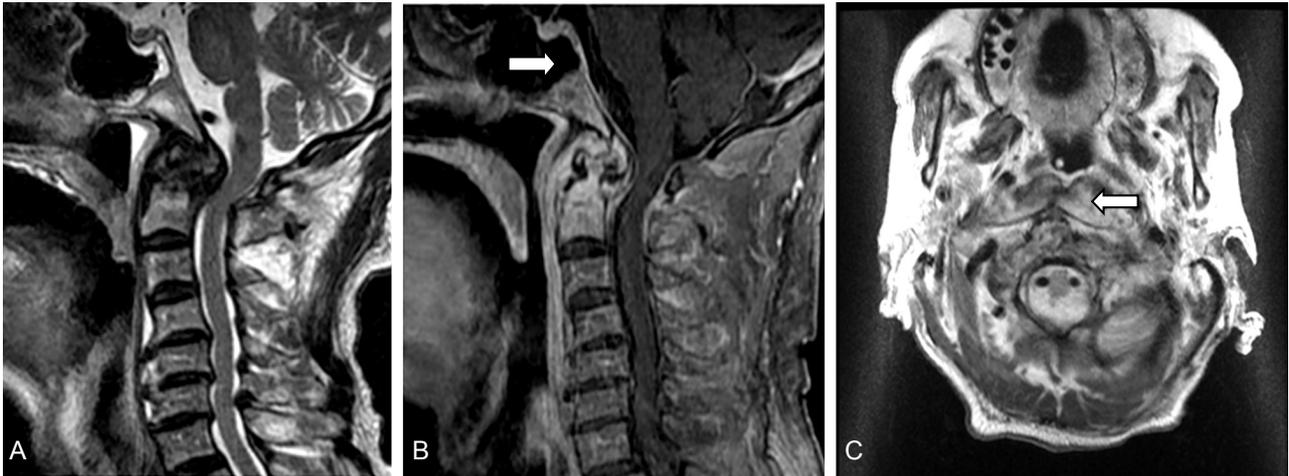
The cervical magnetic resonance imagings (MRIs) of present case. (A) T2 sagittal image. (B) T1 Gadolinium enhanced sagittal image. (C) T2 axial image. (A) T2 sagittal images showed increased signal intensity in C1-C2 spine and posterior displacement of C1, 2 bodies. (B) Enhancement in C1-C2 spine, adjacent clivus and paraspinal muscles (white arrow) was noted in T1 Gadolinium enhanced sagittal image. (C) T2 axial image showed increased signal intensity (white arrow) in paraspinal muscles.
